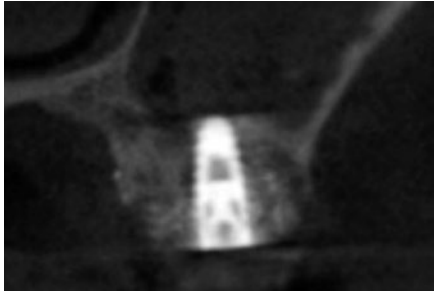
インプラント埋入後の Ⅳ 部 CT 像。
